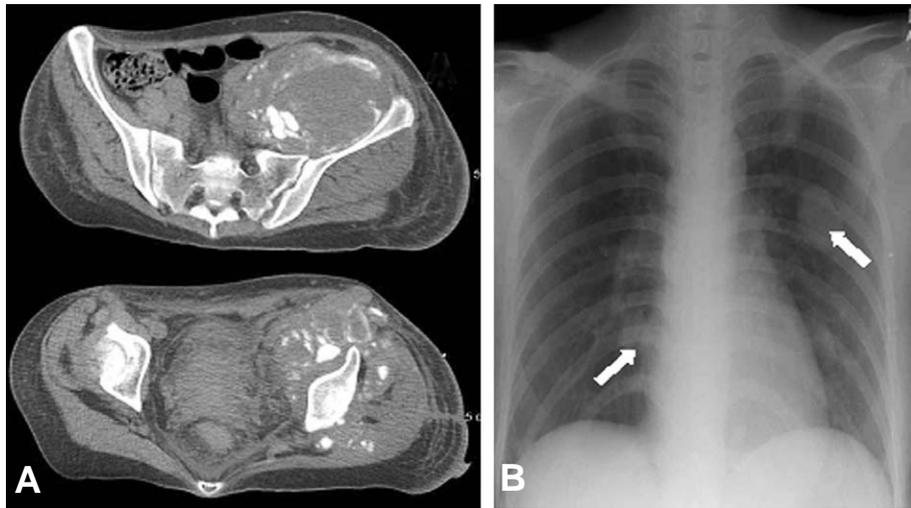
(A) The CT scan showed local recurrence of the tumor. (B) The chest radiograph showed distant lung metastasis of the tumor.
